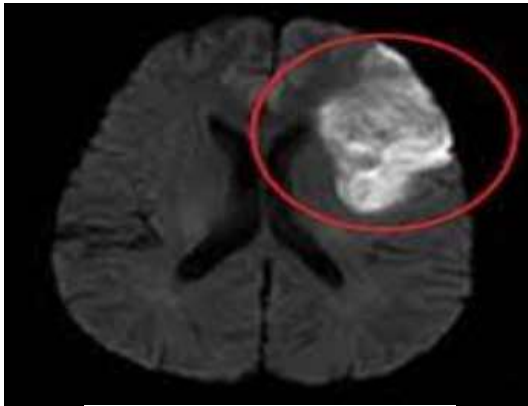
Томографія головного мозку
